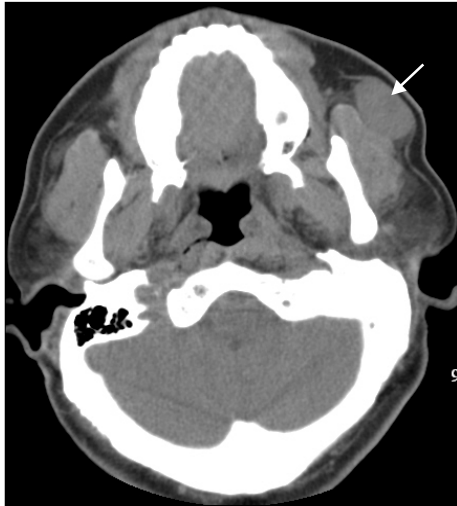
Neck Computed tomography(CT). It demonstrated well defined tumor(arrow) in Lt buccal area.
